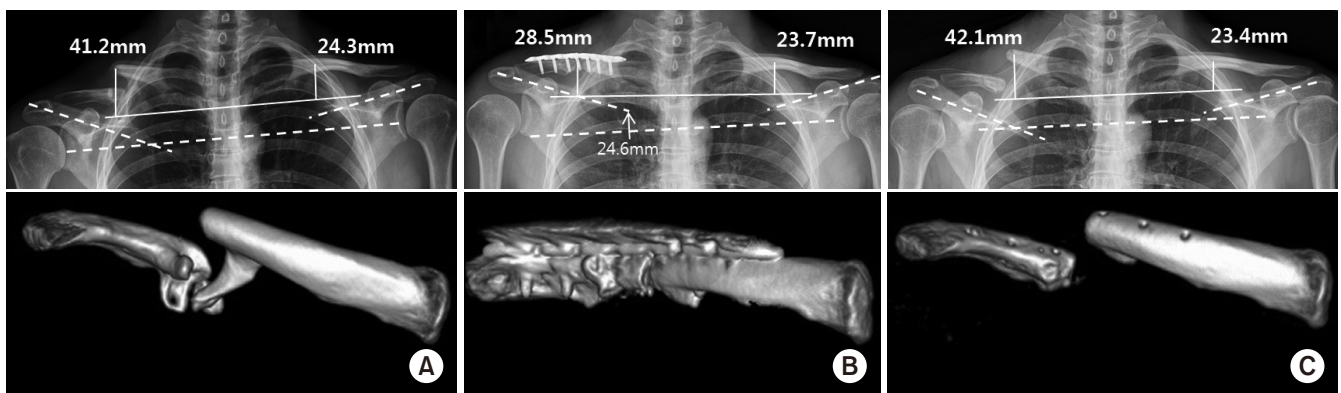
Distance from the 1st rib to the clavicle of the non-union side changed from 41.2 mm (A, preoperative) to 28.5 mm (B, postoperative). After implant removal (C) displacement recurred and the distance increased to 42.1 mm. Three-dimensional computed tomography shows that bony spur alone coraco-clavicular ligament (A) was completely removed (B, C). The level of the scapular spine migrated 24.6 mm upward after fixation (B) and returned to the preoperative state after implant removal (C).
